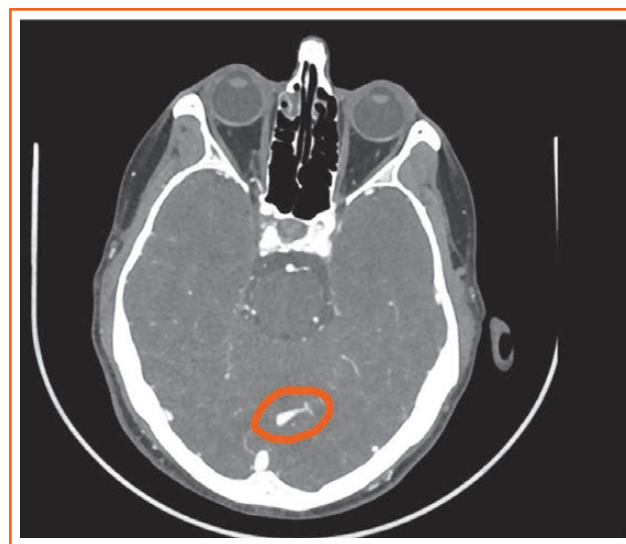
КТ головного мозку з контрастуванням. Зліва в потиличній ділянці парасагітально визначається ділянка нерізно вираженої гіподенсивності без чітких контурів, розмірами близько $1,6 \times 1,2 \times 1,2$ см, більше виражена у відстрочену фазу, без значимого перифокального набряку
